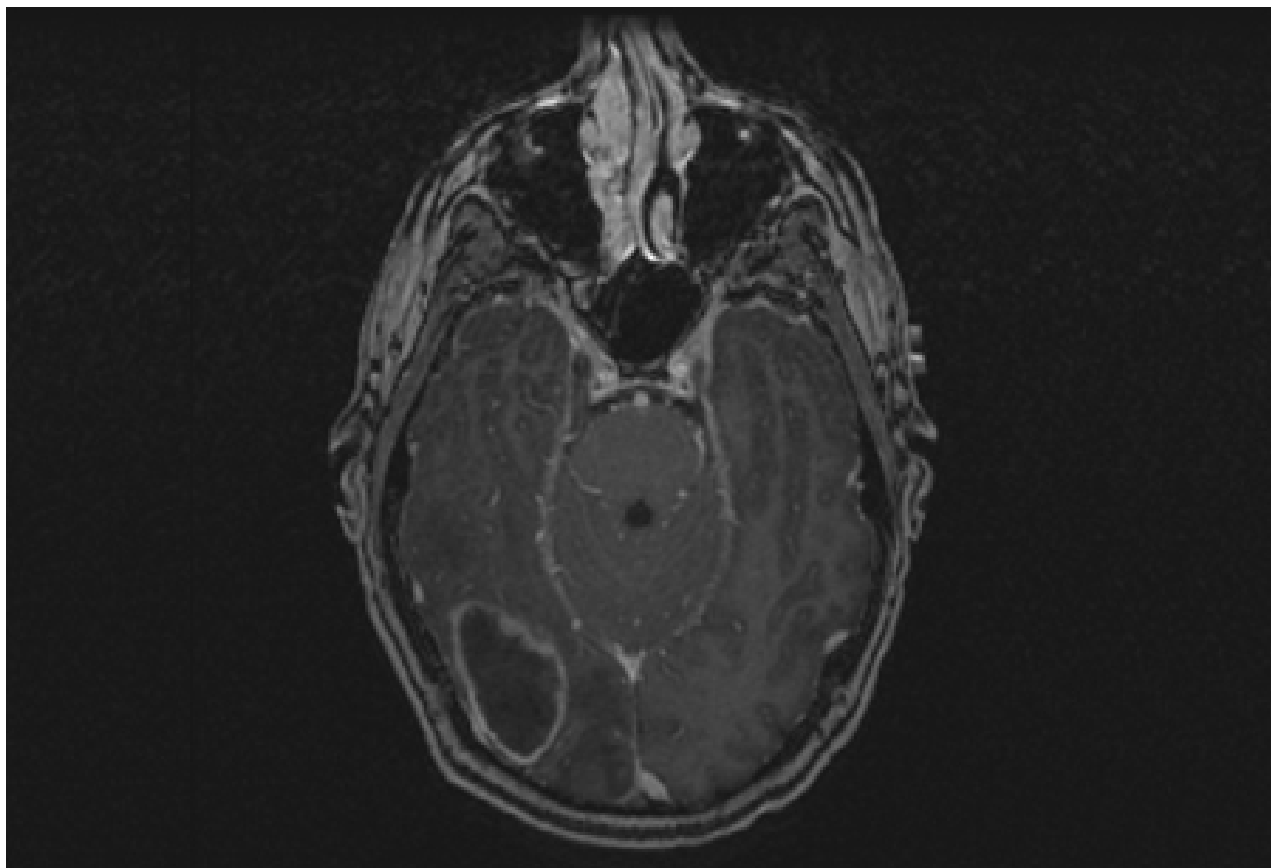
Ressonância nuclear magnética (RNM) com contraste de paciente com abscesso cerebral
